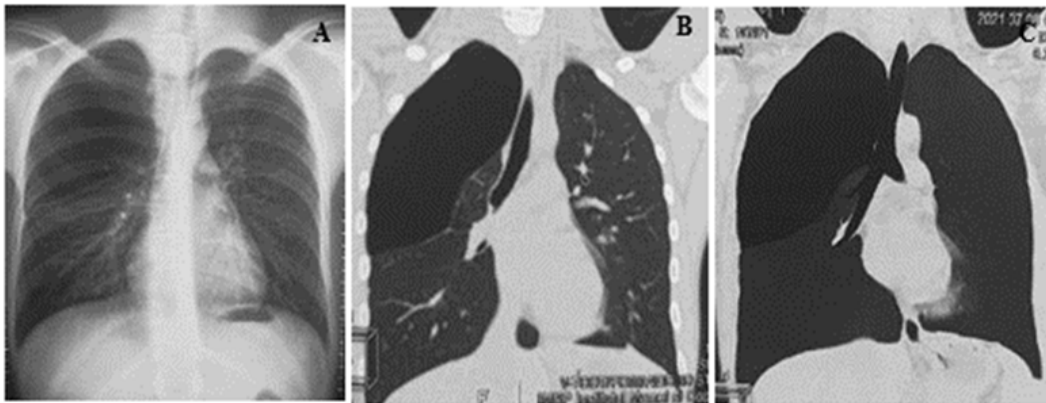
Pacientul C., 12 ani. A – Radiografie toracică preoperatorie: pneumotorax pe dreapta cu comprimarea lobului superior al pulmonului drept; B, C – Tomografie computerizată preoperatorie: pneumotorax parțial pe dreapta cu comprimarea plămânului lobului superior al plămânului drept.
